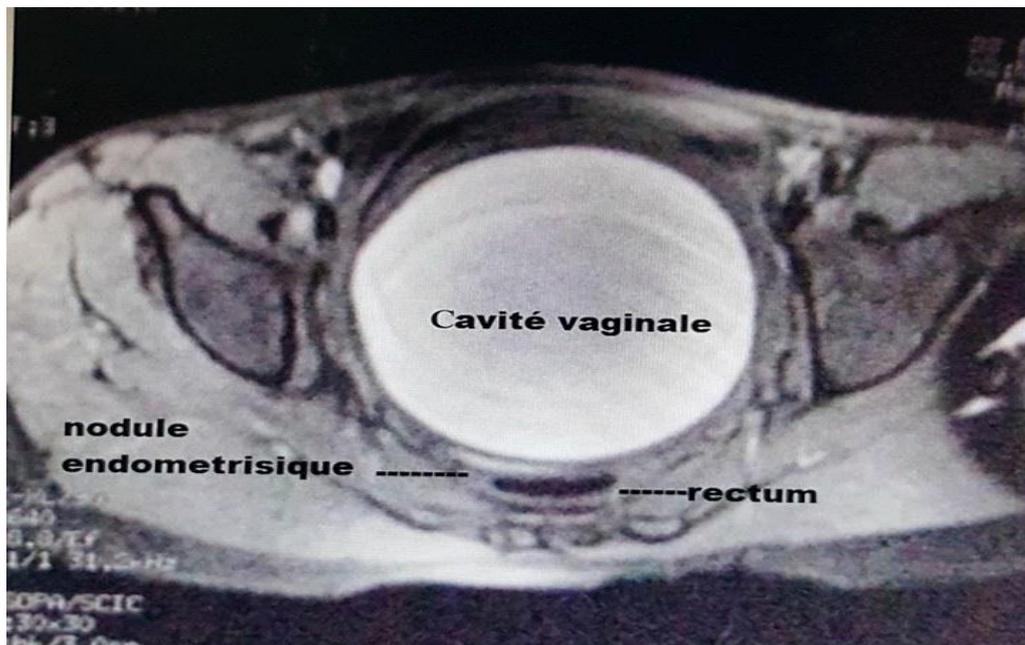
TDM pelvienne montre un hematocolpos avec un nodule endométrique.
